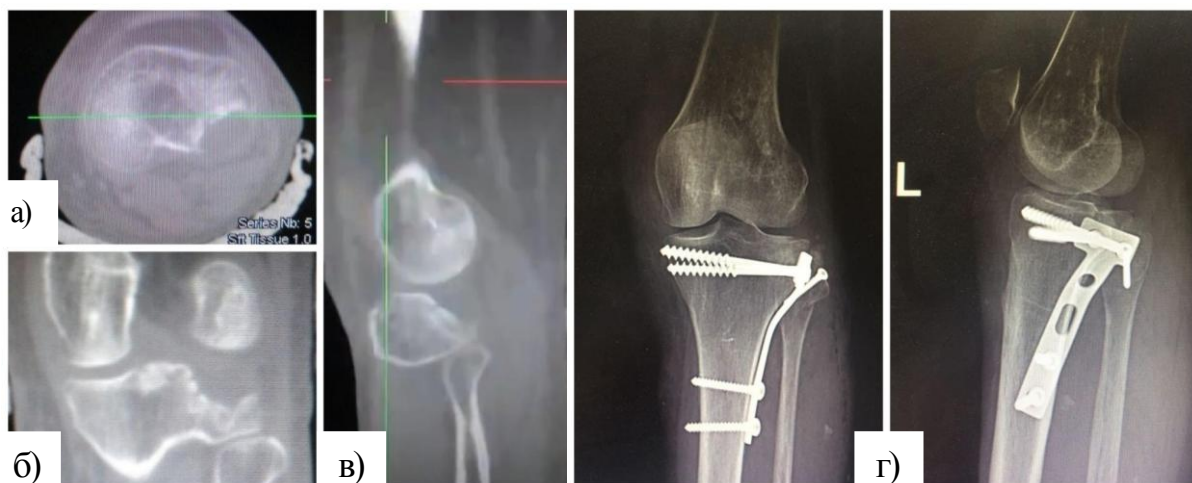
Первичные срезы компьютерной томографии (КТ) и рентгенограмма левого коленного сустава пациентки К., 60 лет: а – аксиальный срез КТ; б – фронтальный срез КТ; в – сагиттальный срез КТ; г – рентгенограммы в прямой и боковой проекциях в первые сутки после операции (смещение 2 мм).
